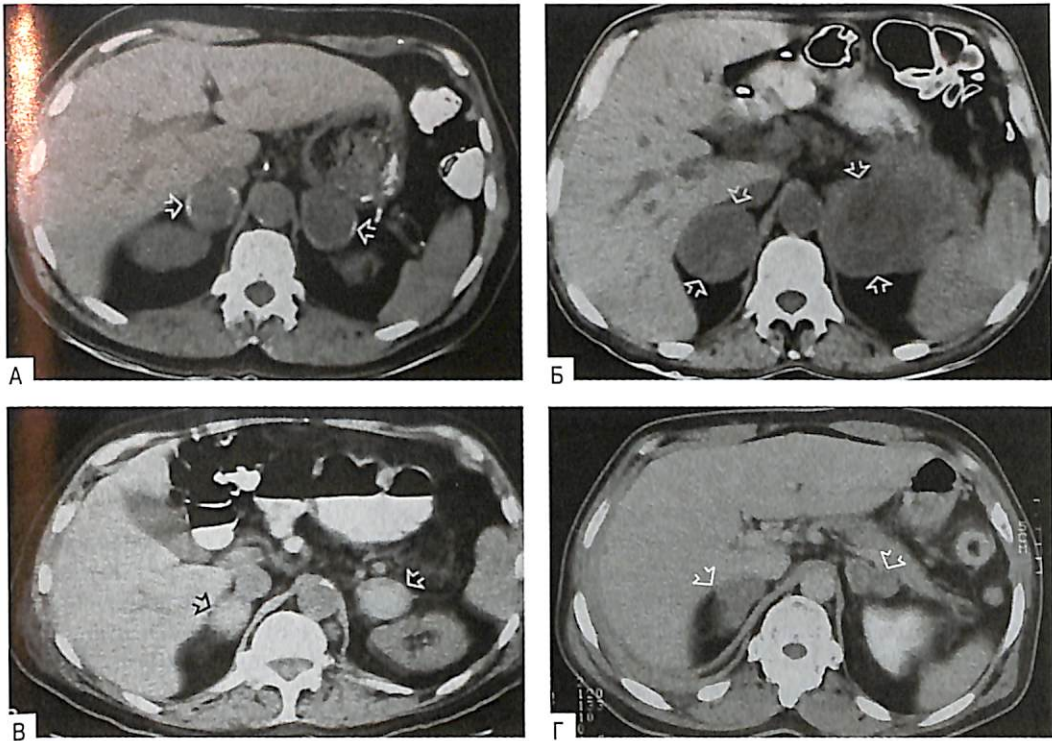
Компьютерная томография пациентов с первичной надпочечниковой недостаточностью. Пораженный надпочечник показан стрелками. А — компьютерная томограмма 59-летнего мужчины с гистоплазмозом. Отмечается субкапсулярное отложение кальция в обоих надпочечниках; Б — компьютерная томограмма 59-летнего мужчины с метастатической меланомой; В — компьютерная томограмма 80-летнего мужчины с двусторонним кровоизлиянием в надпочечники, возникшим из-за антикоагулянтной терапии по поводу тромбоза легочной артерии (ТЭЛА); Г — двусторонние туберкулемы надпочечников у 79-летнего мужчины с туберкулезом, поразившим мочевыводящую систему. (А и Б — предоставлено доктором Уильямом Д. Салмоном; В — предоставлено доктором Крэйгом Р. Суссманом.)
